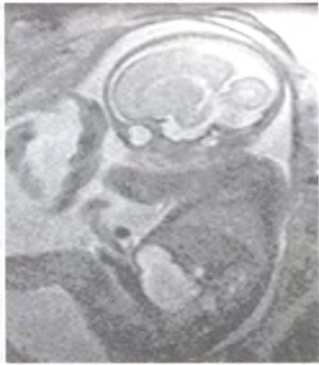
Беременность 23 нед. МРТ T2-ВИ, сагиттальный скан. Атрезия ЖКТ
